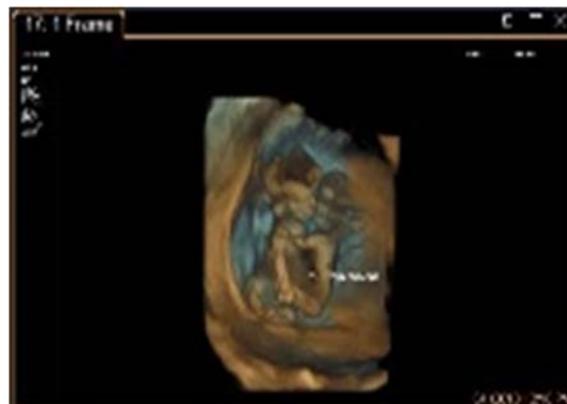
Imagen de ultrasonido 3D que muestra presencia de gemelos con 2 cabezas, 4 miembros inferiores, miembros superiores, unión a través del tórax y 2 pelvis no fusionadas.
